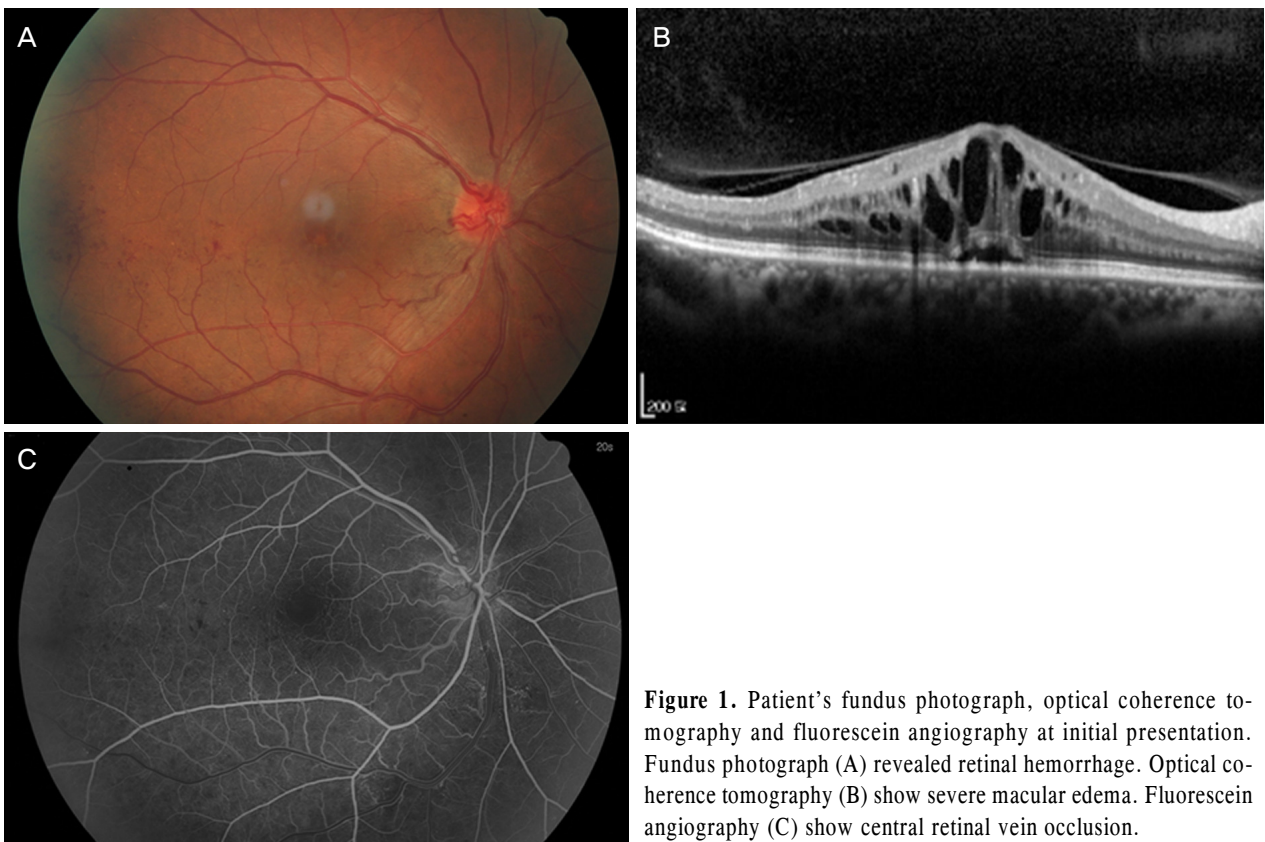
Patient's fundus photograph, optical coherence tomography and fluorescein angiography at initial presentation. Fundus photograph (A) revealed retinal hemorrhage. Optical coherence tomography (B) show severe macular edema. Fluorescein angiography (C) show central retinal vein occlusion.
